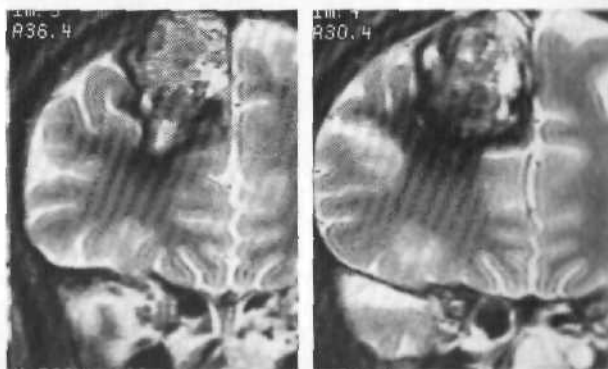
Гигантская кавернома лобной доли. МРТ, T₂-режим.
